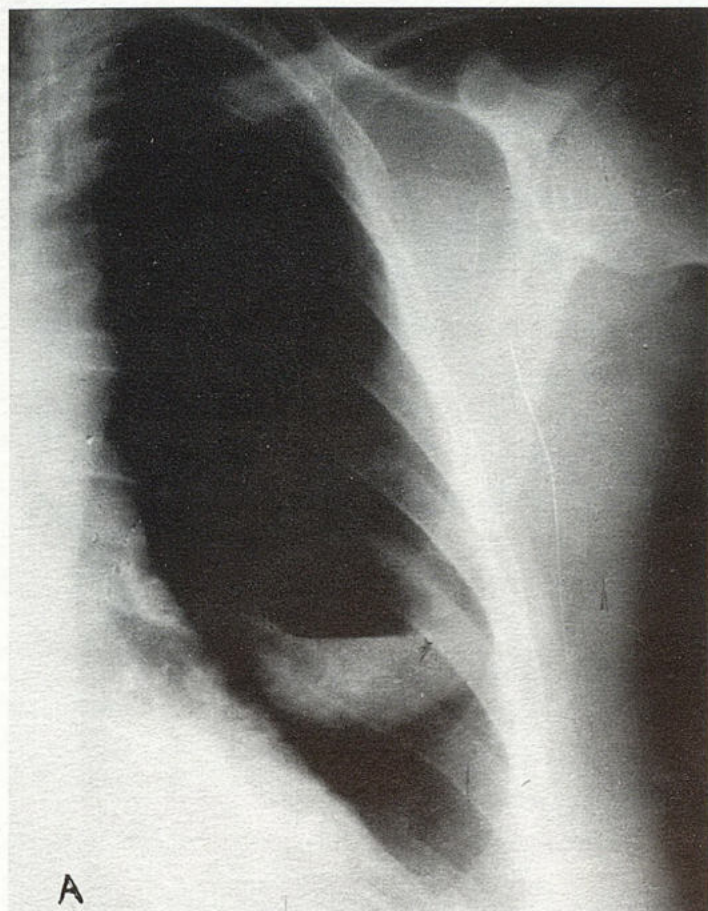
Рентгенография органов грудной клетки. а — прямая проекция. б — боковая проекция.
